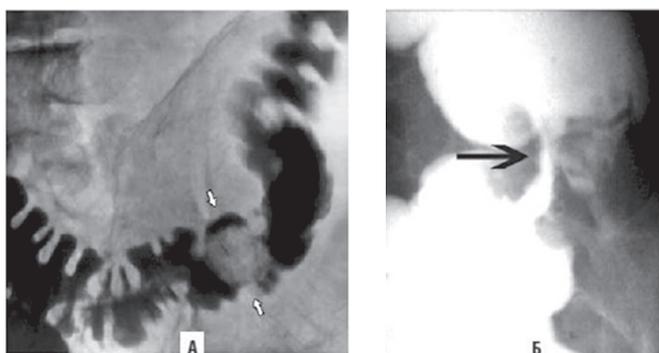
Рентгенограмма. Дефект наполнения сужение просвета с изъеденными контурами толстой кишки
